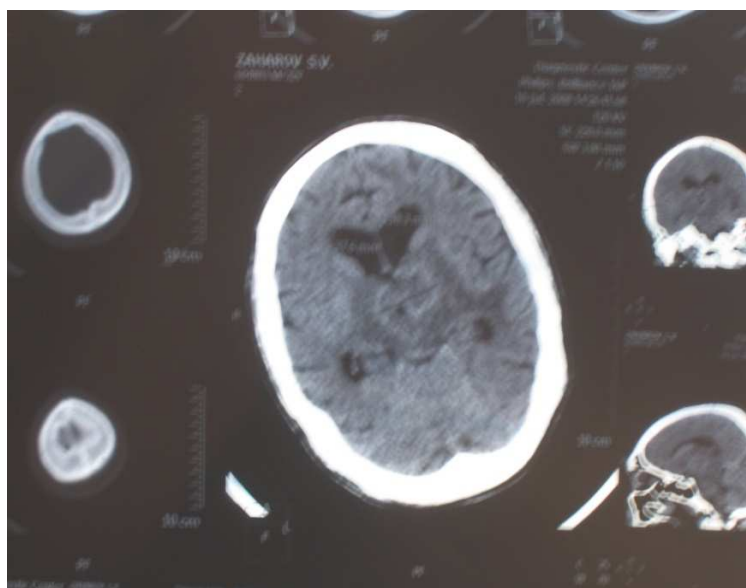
МСКТ головного мозга с внутривенным усилением омнипаком. Очаговое образование в базальных ядрах, кольцевидно по периферии накапливающее контраст с выраженной зоной перифокального отека у больного ВИЧ-ассоциированным туберкулезным менингоэнцефалитом.
